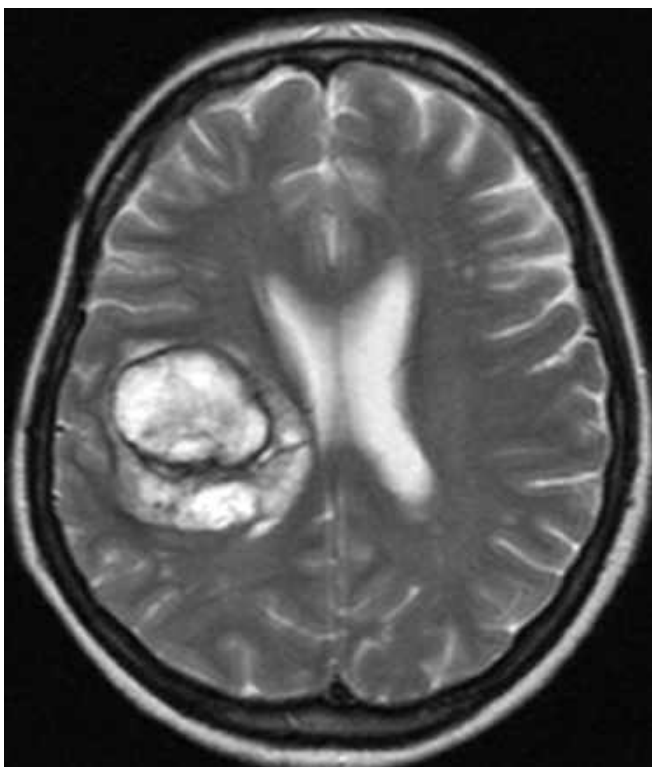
МРТ головного мозку в T2 ЗЗ, аксіальний зріз). Кавернома глибинних відділів правої гемісфери головного мозку з ознаками підгострого крововиливу (спостереження №10, хвора М-о, історія хвороби №62).
